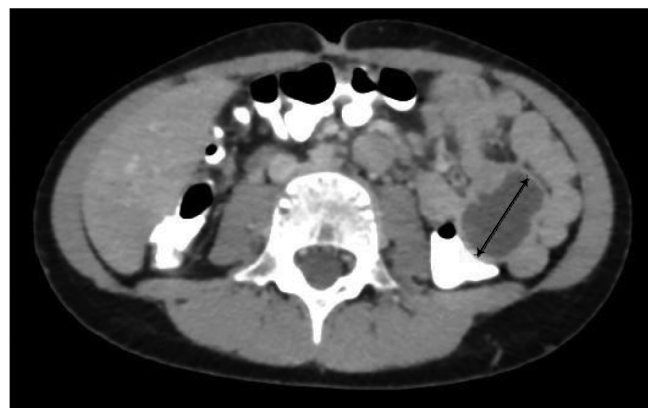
На компьютерной томограмме пациентки А. стрелкой отмечена расширенная петля тощей кишки.
